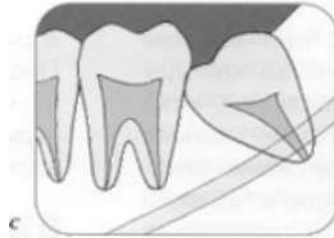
Положение кончика корня относительно нижнечелюстного канала определяют на основании данных двух рентгенограмм
